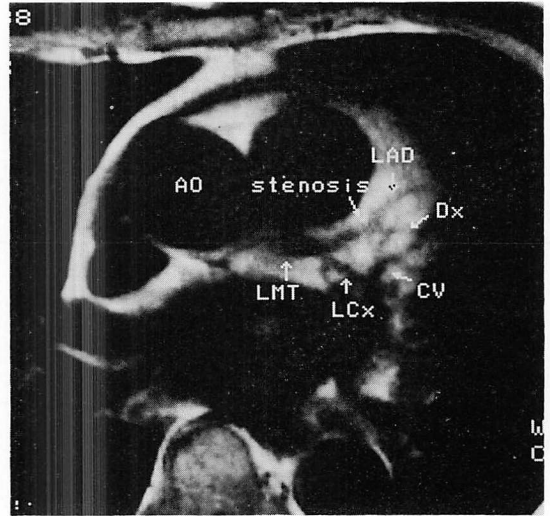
MR image of myocardial infarction (60-year-old man).
